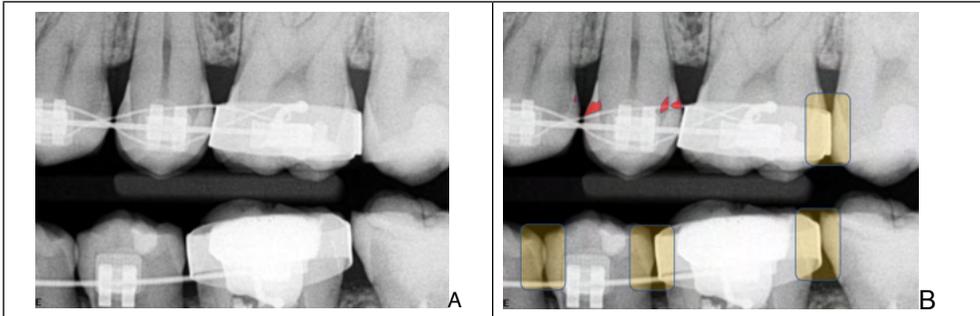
Radiografia Interproximal original de Ms e PMs E (A), e note que o paciente utiliza acessórios ortodônticos como bandas metálicas, braquetes e fios metálicos, e Radiografia Interproximal com apontamentos (B) das superfícies interproximais para região de Ms e PMs E. Veja os retângulos alaranjados evidenciando os pontos de contatos de dente-bandas metálicas, que certamente irão dificultar a saúde das cristas óssea alveolares interdentárias. Vemos que, já há suspeita de cárie nos dentes PMSEs (vermelho), devido à dificuldade de higienização dessas superfícies.
